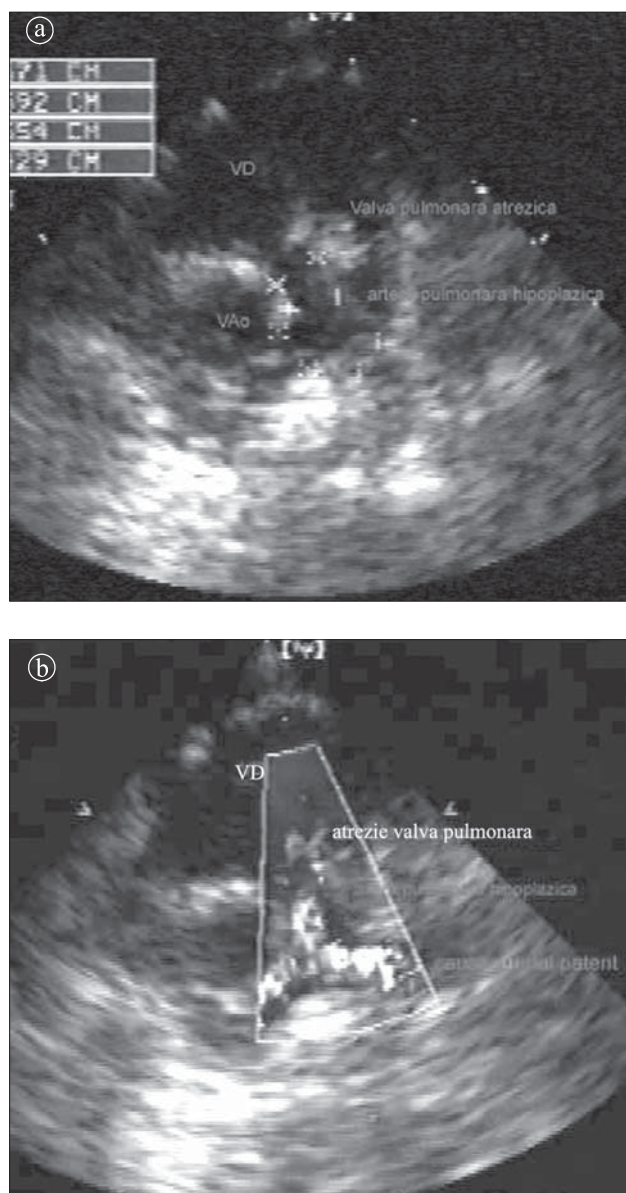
Atrezia valvei pulmonare a și b. Examinare Doppler parasternal ax scurt. Artera pulmonară hipoplazică. Septul interventricular intact. Flux pulmonar dependent de persistența canalului arterial.
